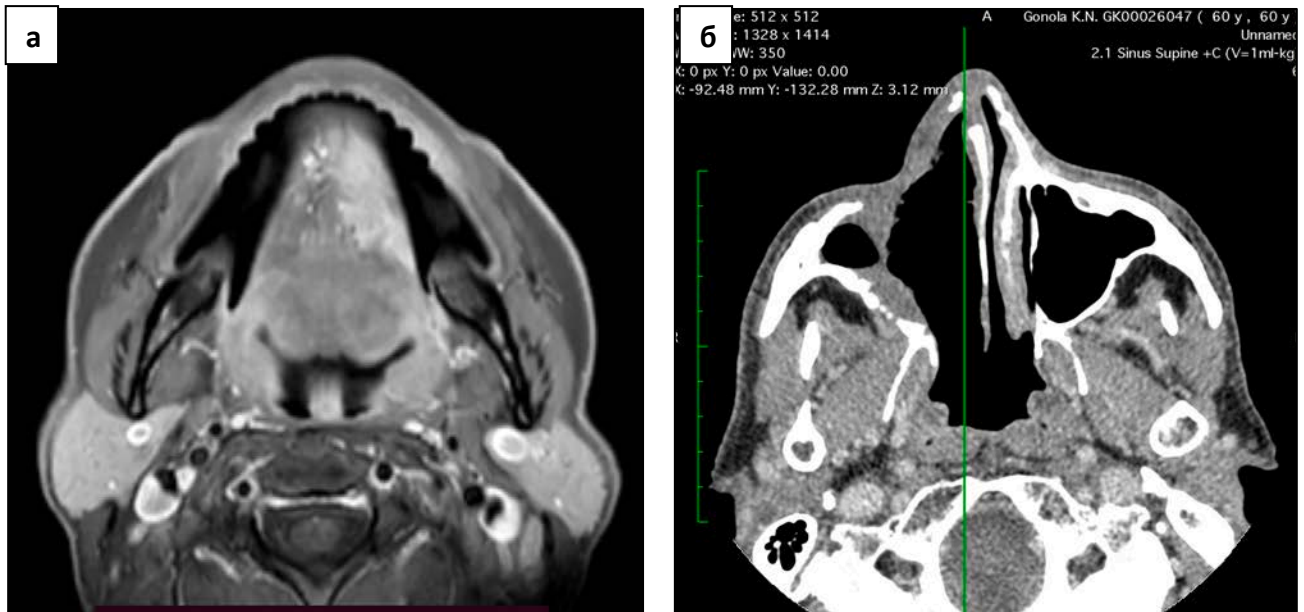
Оценка КТ головы и шеи на дооперационном этапе: пациент с ЗНО языка (а) пациент с послеоперационным дефектом твердого неба (б)
